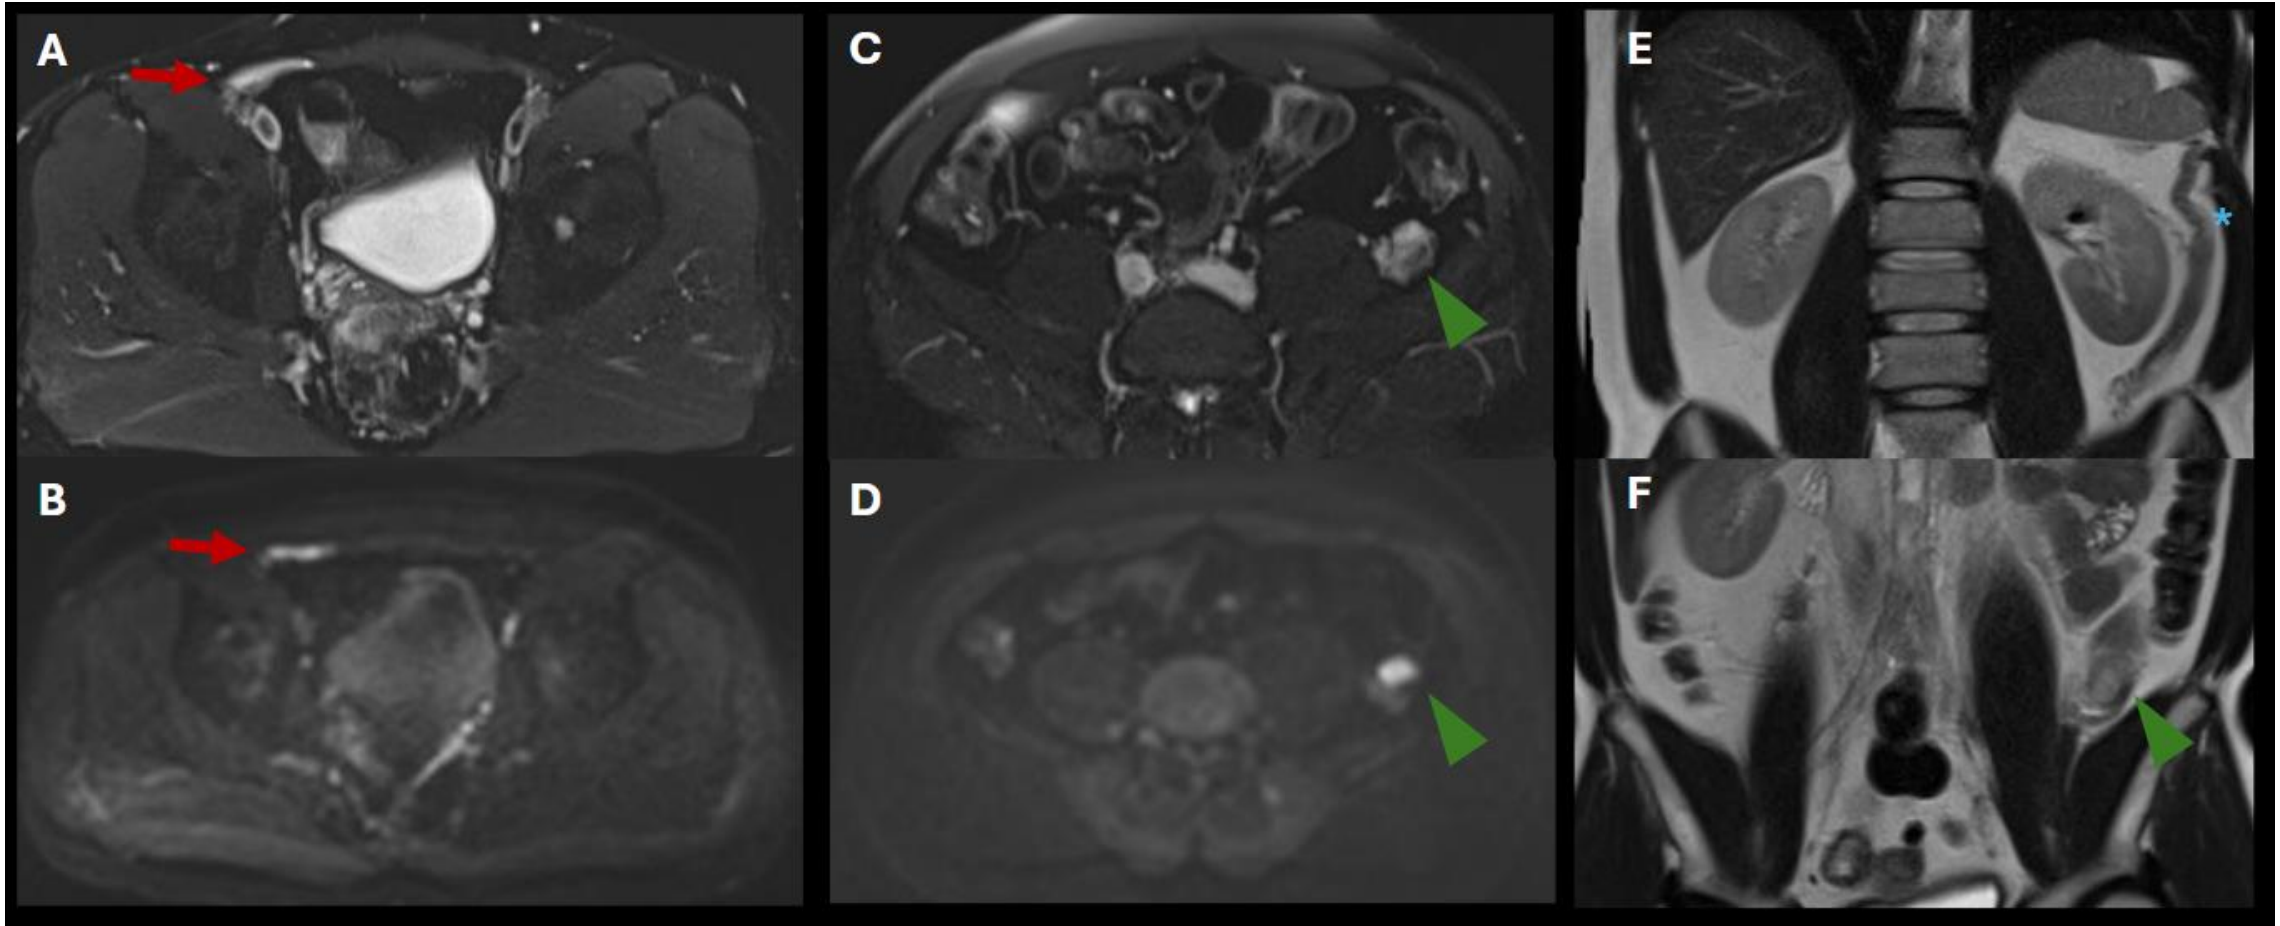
RM abdominal en mismo paciente que imágenes 2 y 3. Secuencias T2 axial con saturación grasa (A y C), difusión (B y C) y T2 coronal (E y F). Se identifica el teste atrófico derecho (*flecha roja*) adyacente al origen de canal inguinal, en íntima relación con la pared abdominal, no visualizado mediante TC. También se observa el teste izquierdo (*puntas de flecha*), con similares características de señal (C, D y F) en íntima relación con el tejido esplénico aberrante (*asterisco*).
